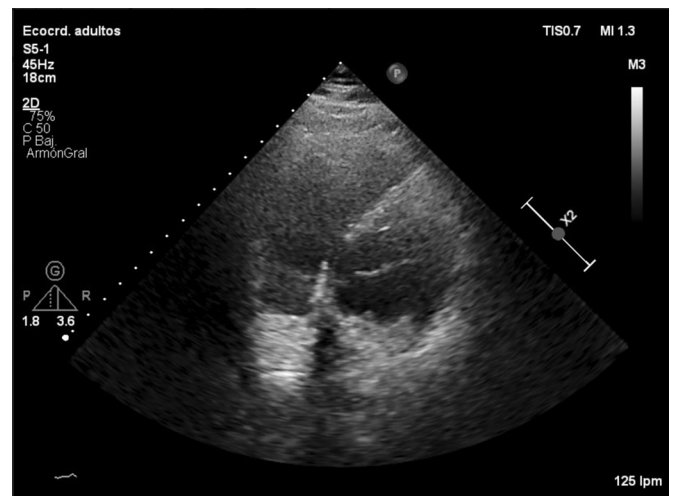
Ecocardiograma transtorácico de urgencias sin visualizar la pared inferolateral del ventrículo izquierdo.
